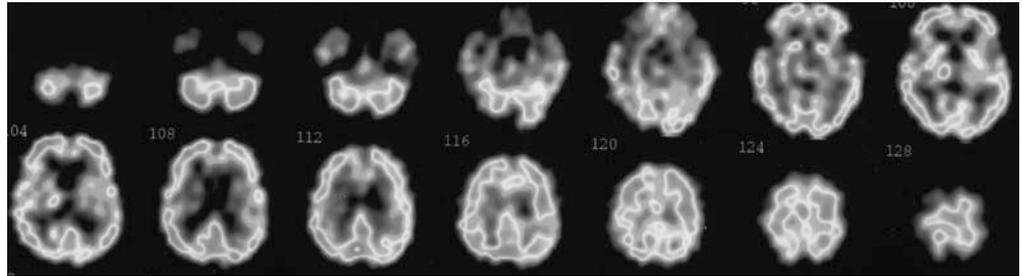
Preoperative axial I123-IMP SPECT scans showing a decrease in cerebral blood flow.
